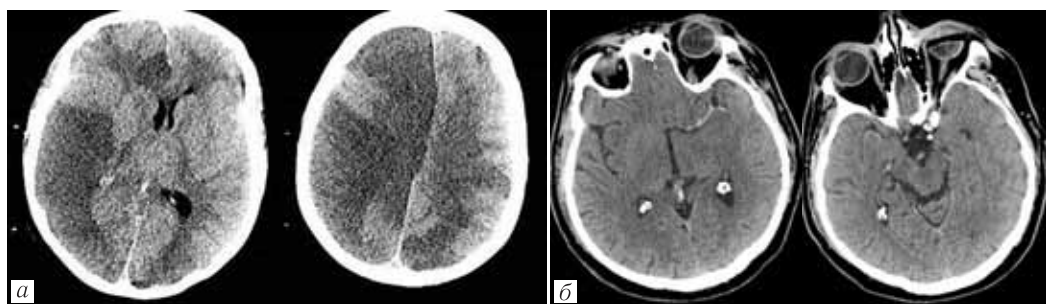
а* — МРТ. Множественные ишемические инсульты обеих гемисфер большого мозга; *б* — КТ. Тромбоз левой и правой средних мозговых артерий. Симптом гиперденсного сосуда
